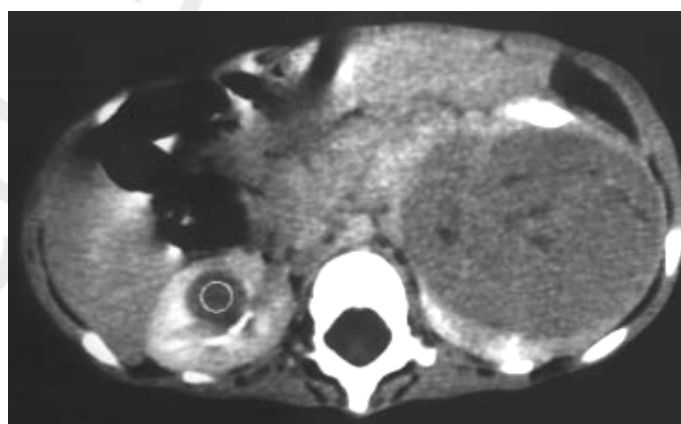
КТ билатеральной нефробластомы солидного строения с некротическими участками. Контрастное вещество в компримированной чашечке
